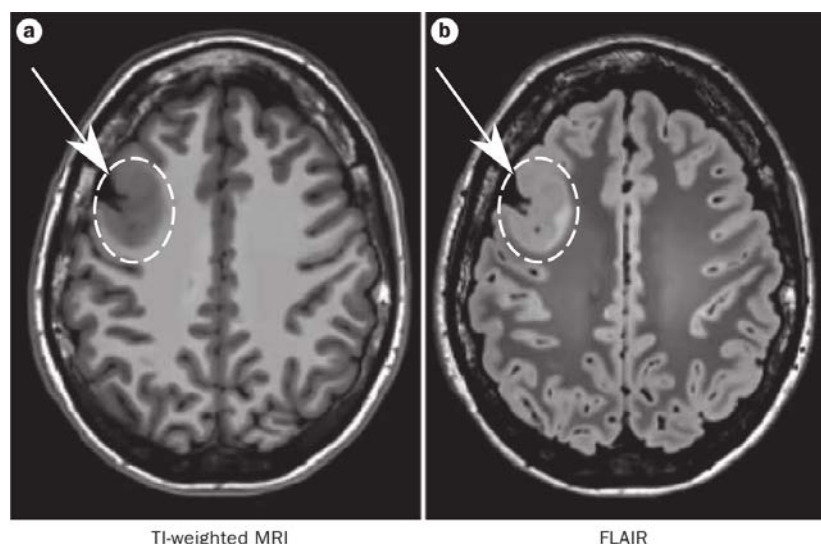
Image extraite de [9]. Exemple de séquences axiales pondérée en  $T_1$  (a) et FLAIR (b) acquises chez un patient atteint de DCF.
